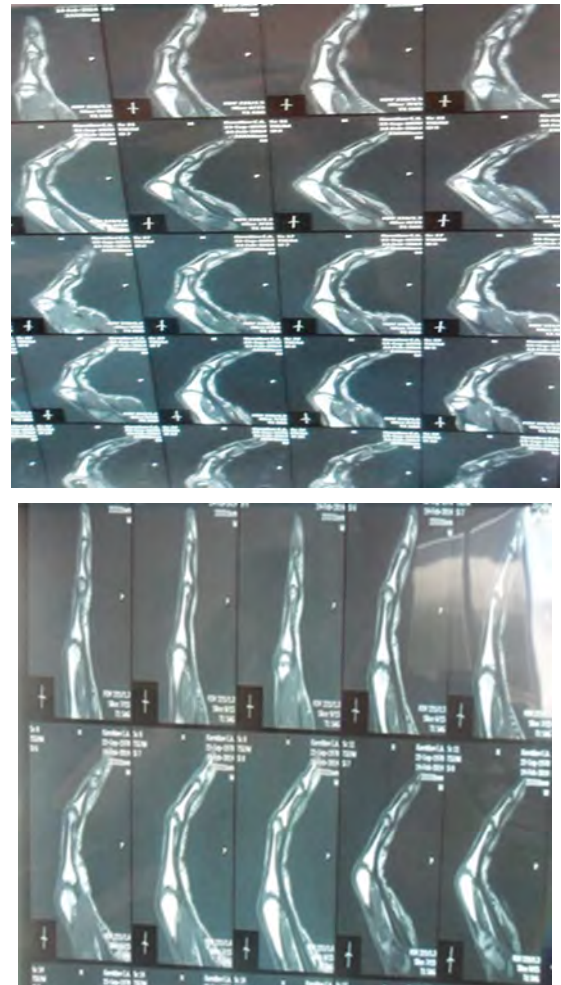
Пациент К., 47 лет. МРТ III пальца с подкожным разрывом сухожилия разгибателя правой кисти
